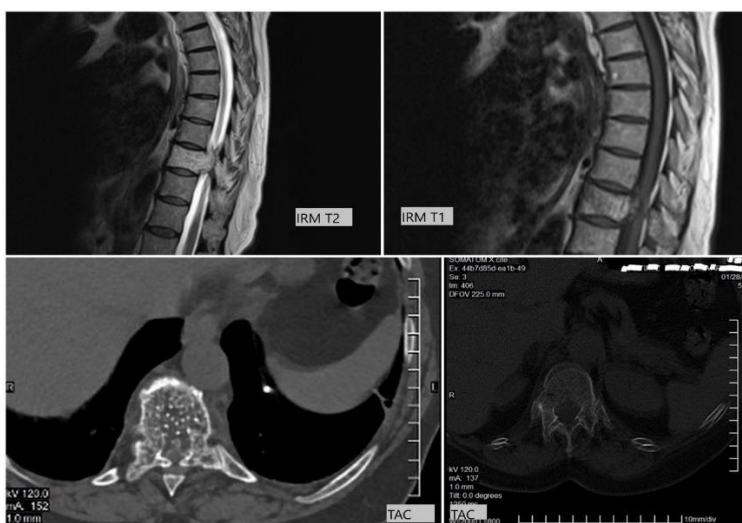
Muestra IRM en cortes sagitales ponderados en T2 y T1 y TAC de columna torácica preoperatorias) donde se realiza diagnóstico presuntivo de HI del cuerpo vertebral de T10 con compresión medular adyacente.
